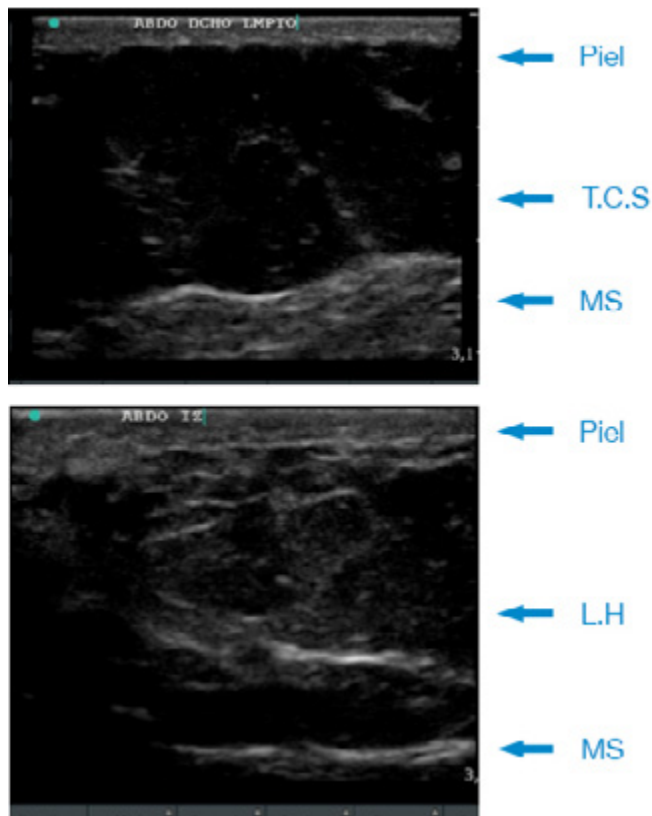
Ultrasonido de lipohipertrofia.
